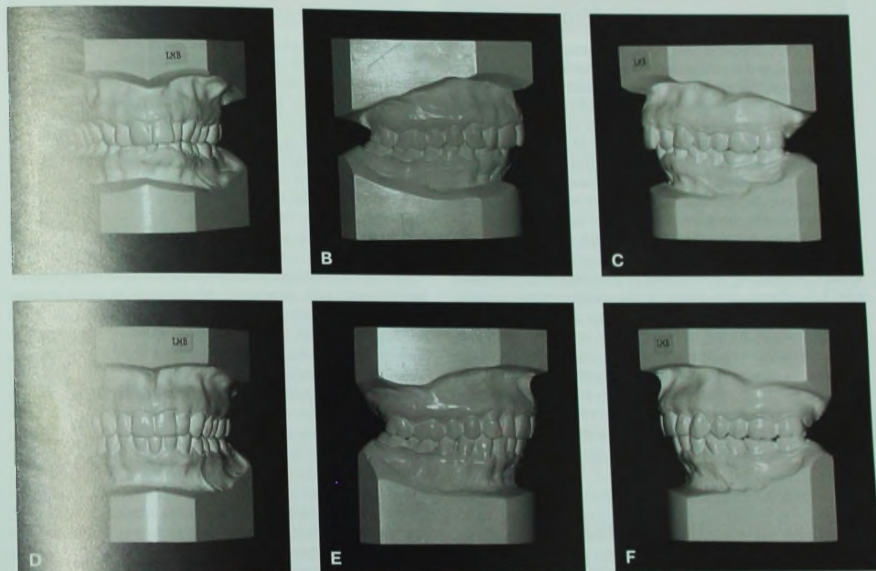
Пациентка 68 лет с глубоким резцовым перекрытием (А) и смыканием моляров и клыков справа по классу I (В), а слева – по классу II (С). Признаков дисфункции ВНЧС и пародонтальных проблем не наблюдалось. D. В задачи ортодонтического лечения входило выравнивание верхних и нижних зубных рядов и коррекция глубокого резцового перекрытия. Из-за несоответствия размеров верхних и нижних резцов, протрузии нижних и ретрузии верхних резцов было принято решение о сохранении смыкания моляров и клыков слева по классу II. E и F. В результате лечения были выполнены все поставленные задачи, включая сохранение окклюзии боковых зубов.
